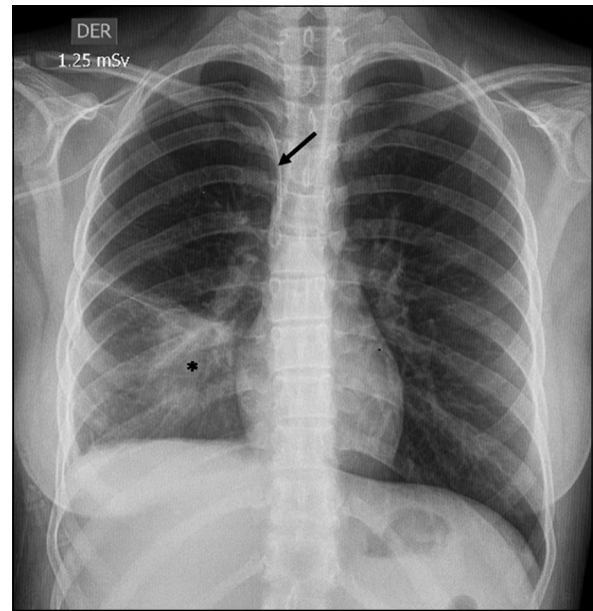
Radiografía de tórax. Se evidencia una opacidad triangular (asterisco) en el segmento posterior del lóbulo inferior derecho. Se observa catéter venoso central (flecha).
